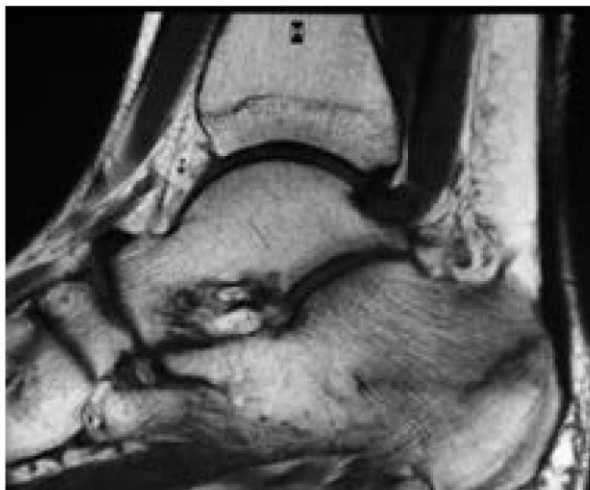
RM sagital T1. Imagen hipointensa lineal, bien definida, perpendicular a la cortical correspondiente a trazo de fractura sin desplazamiento.
